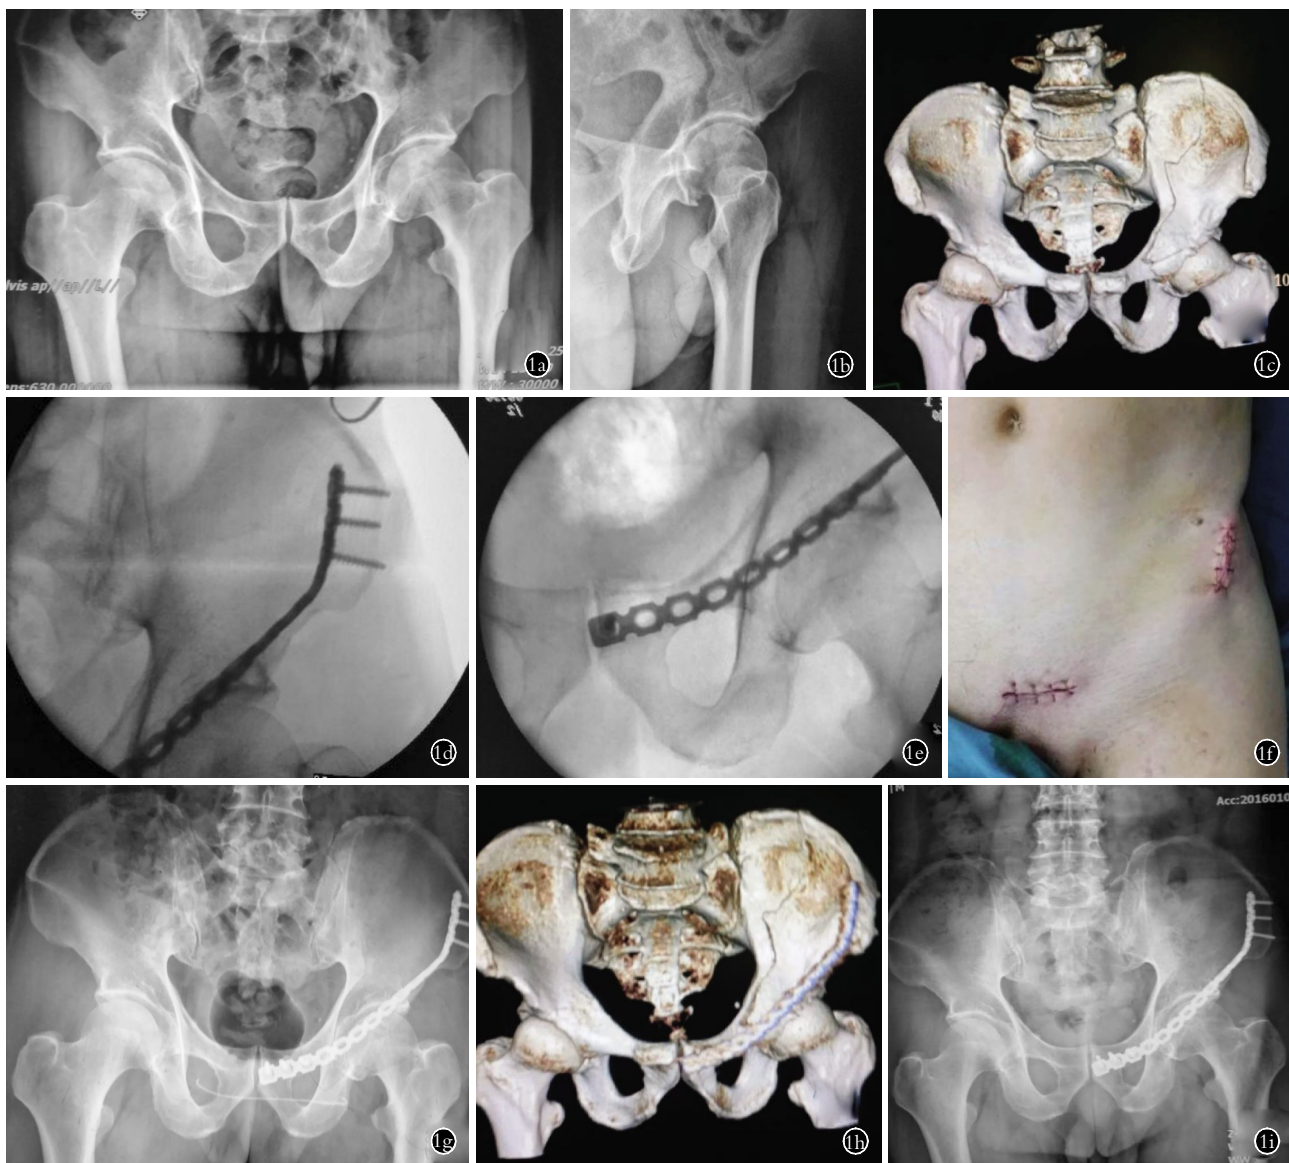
患者,男,35 岁,车祸伤致左侧髌臼高位前柱骨折,轻度移位,行闭合复位微创经皮桥接钢板技术治疗 1a,1b,1c。术前骨盆正位片、髌关节侧位 X 线片和骨盆三维 CT 示左侧髌臼高位前柱骨折,真骨盆缘完整 1d,1e,1f。手术行髌棘和耻骨小切口,各约 4 cm,经皮插入塑形后的重建钢板,髌骨处螺钉从髌骨内侧穿过 2 层皮质固定,耻骨处螺钉从耻骨前方往后固定 1g,1h。术后 3 d 骨盆正位 X 线片和骨盆三维 CT 示骨折端解剖复位,钢板桥接固定 1i。术后 12 周骨盆 X 线片示骨折已愈合
